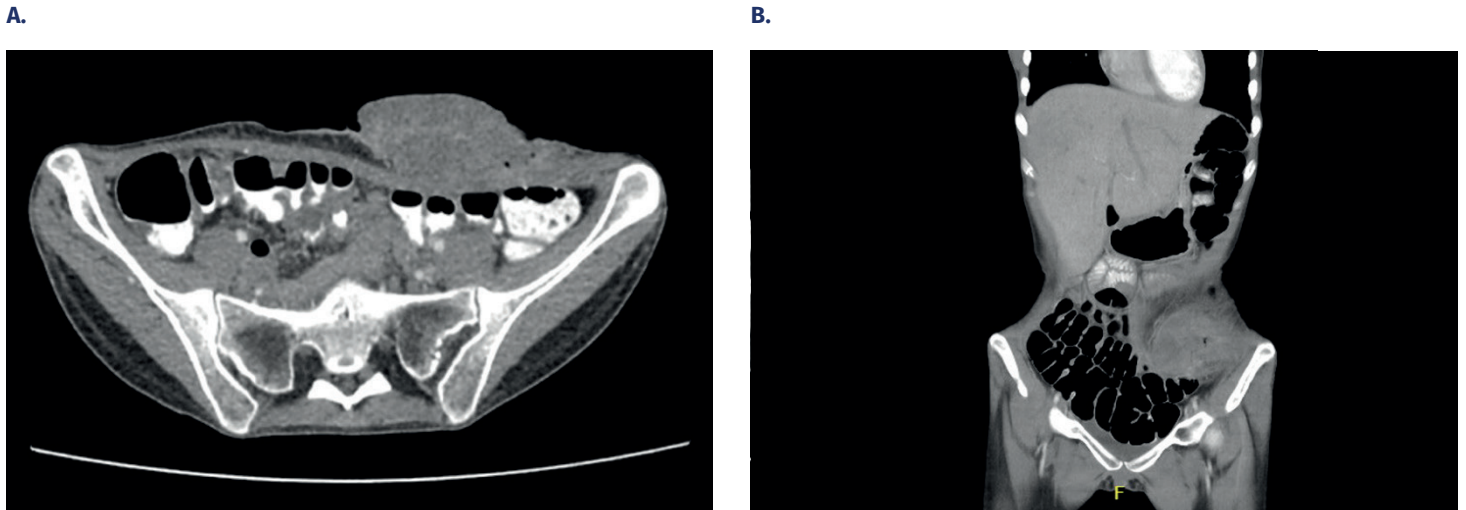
Tomografía computarizada, posterior a la radioterapia neoadyuvante. A. Corte axial. B. Corte coronal. Se evidencia una respuesta imagenológica importante con una lesión residual de aspecto infiltrativo en la pared abdominal, de 9 cm × 4 cm, en la fosa iliaca izquierda, exofítica y con áreas ulceradas.
